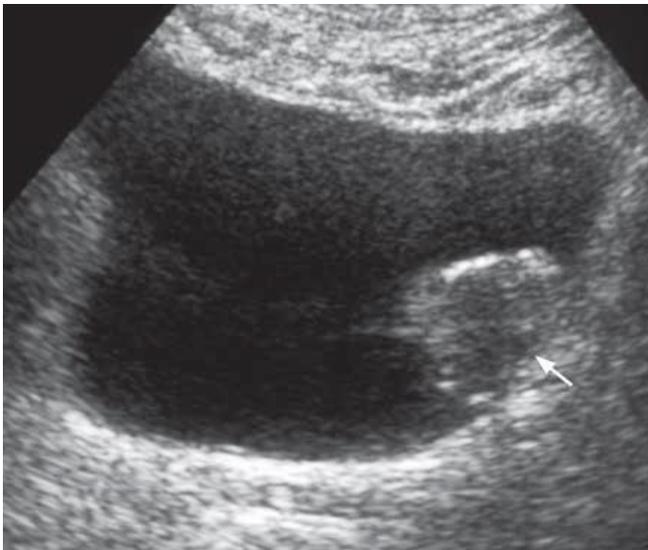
Ultrasonido vesical en el que se muestra tumoración en pared posterolateral izquierda.¹⁵
